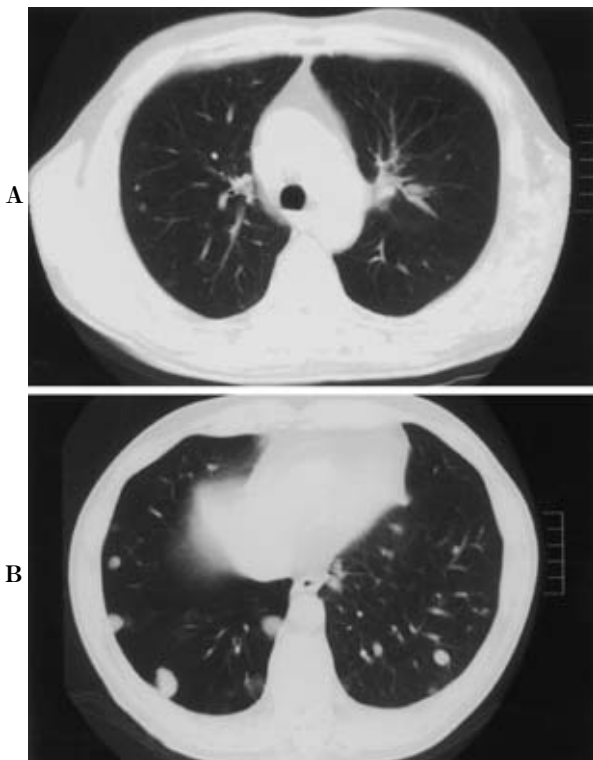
Computed tomogram of the chest shows a scar in left S³ (A) and multiple nodular lesions in both lungs (B).
